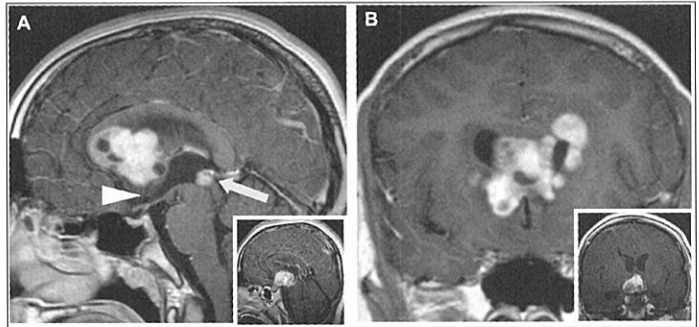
治療前造影MRI A: 矢状断 B: 冠状断
